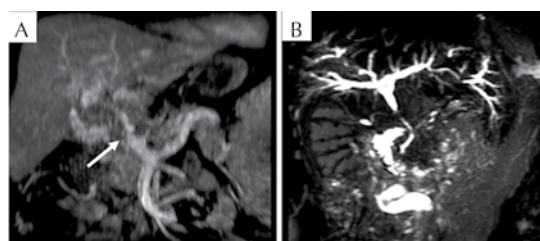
Colangiorresonancia magnética. A. Cavernoma (flecha) secundario a trombosis de la vena porta. B. La colangiografía muestra una estenosis del conducto biliar común en la zona de la degeneración cavernomatosa.
